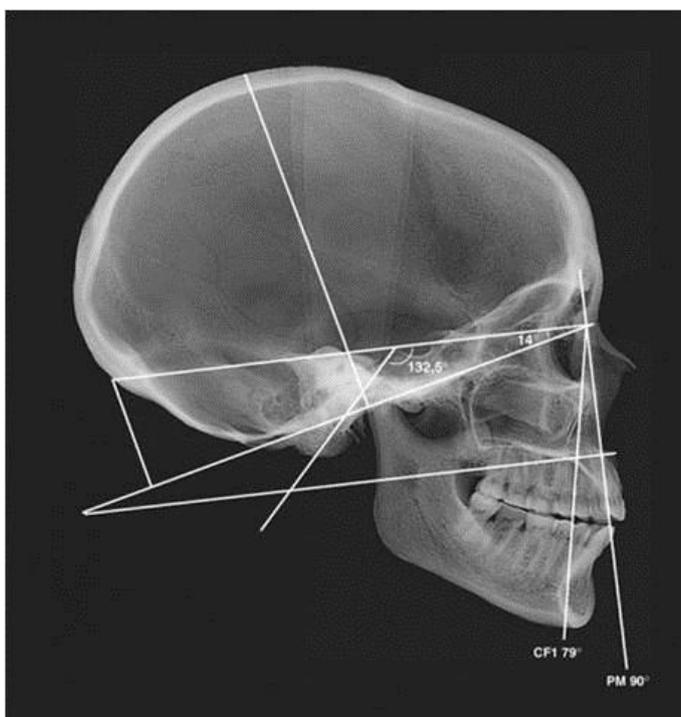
Téléradiographie de profil d'un individu provenant de la nécropole de Chevilly-Larue dans Val-de-Marne, en classe II (crâne en extension, angle sphénoïdal très ouvert, psalidontie) © D. Hadjouis.
